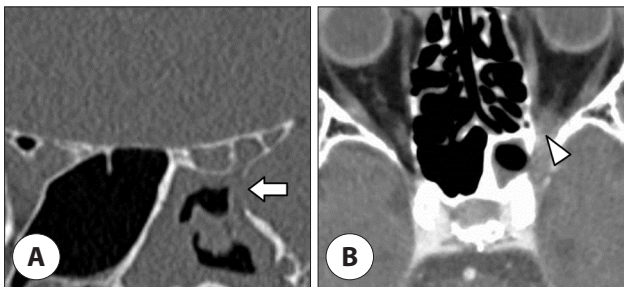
Brain computed tomographic (CT) image at the first visit to the emergency room shows (A) soft tissue lesion and lateral wall defect of left sphenoid sinus (arrow). (B) Contrast-enhanced image shows marked enhancement of the left orbital apex (arrowhead).
